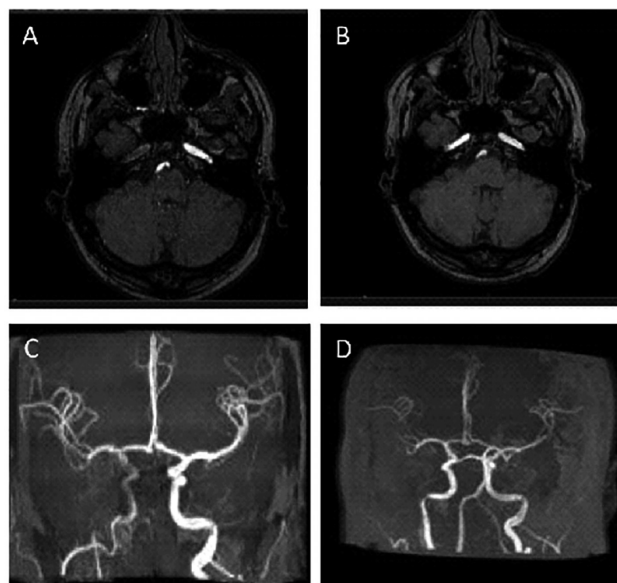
A y C. Angio resonancia de ingreso de vasos de cuello B y D. Angio resonancia 30 días después
